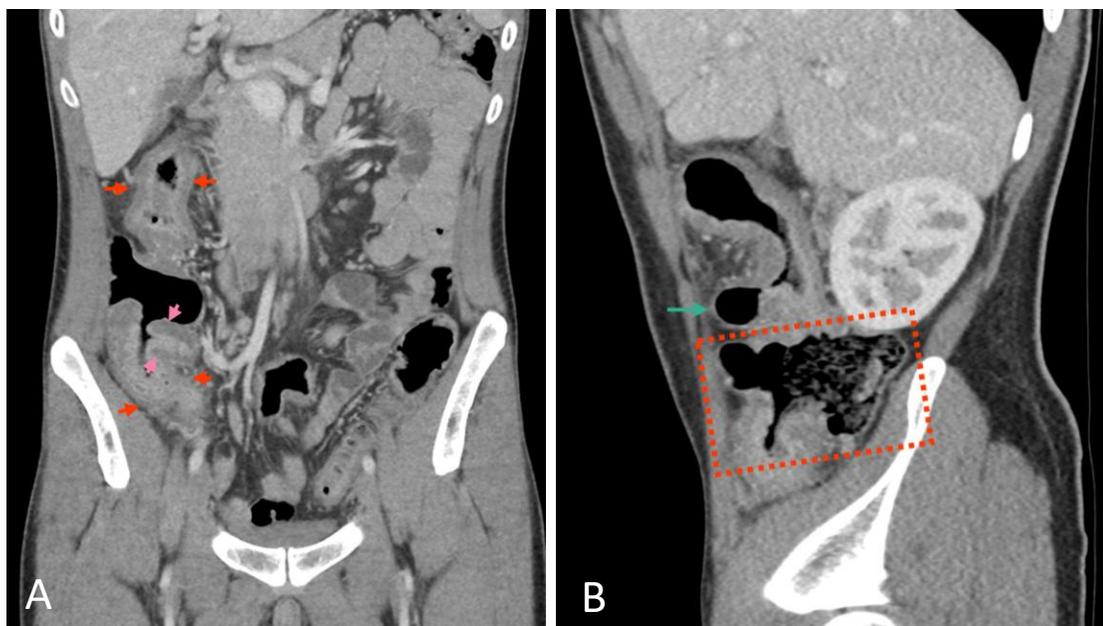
TC coronal (A) mostrando colite direita (setas laranja) em paciente com doença de Crohn, com acometimento da junção ileocecal (setas rosa). TC sagital (B) do mesmo caso demonstrando segmento de intestino normal (quadrado laranja) entre dois segmentos afetados, e pseudo-saculação (seta turquesa) em virtude de estenose.
